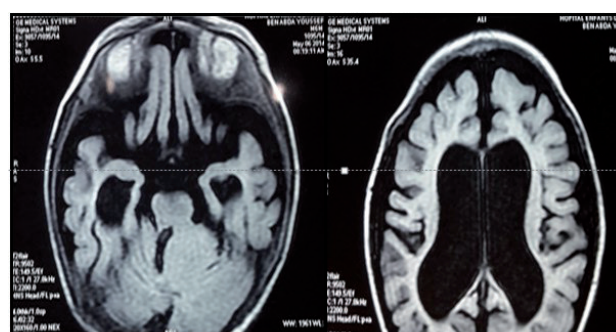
Head MRI (T1) at 7 months: Infra-tentorial process with dilation of the 4th ventricle and cortical atrophy
